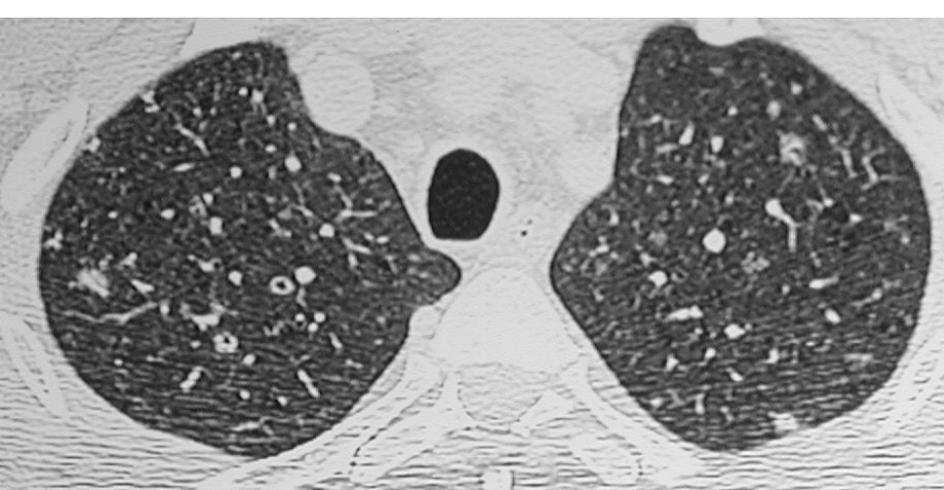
Abbot Radiographics 2004
